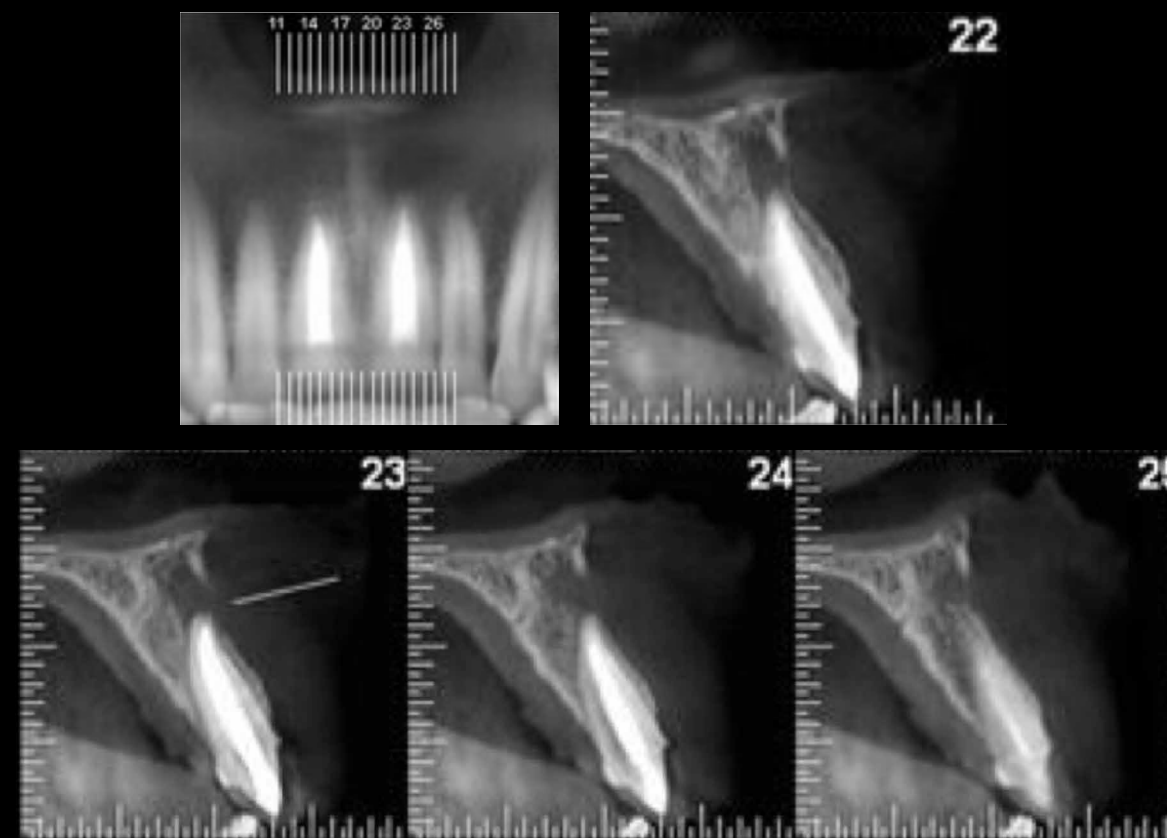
Tomografía dipo Haz de Cono pre operatoria
